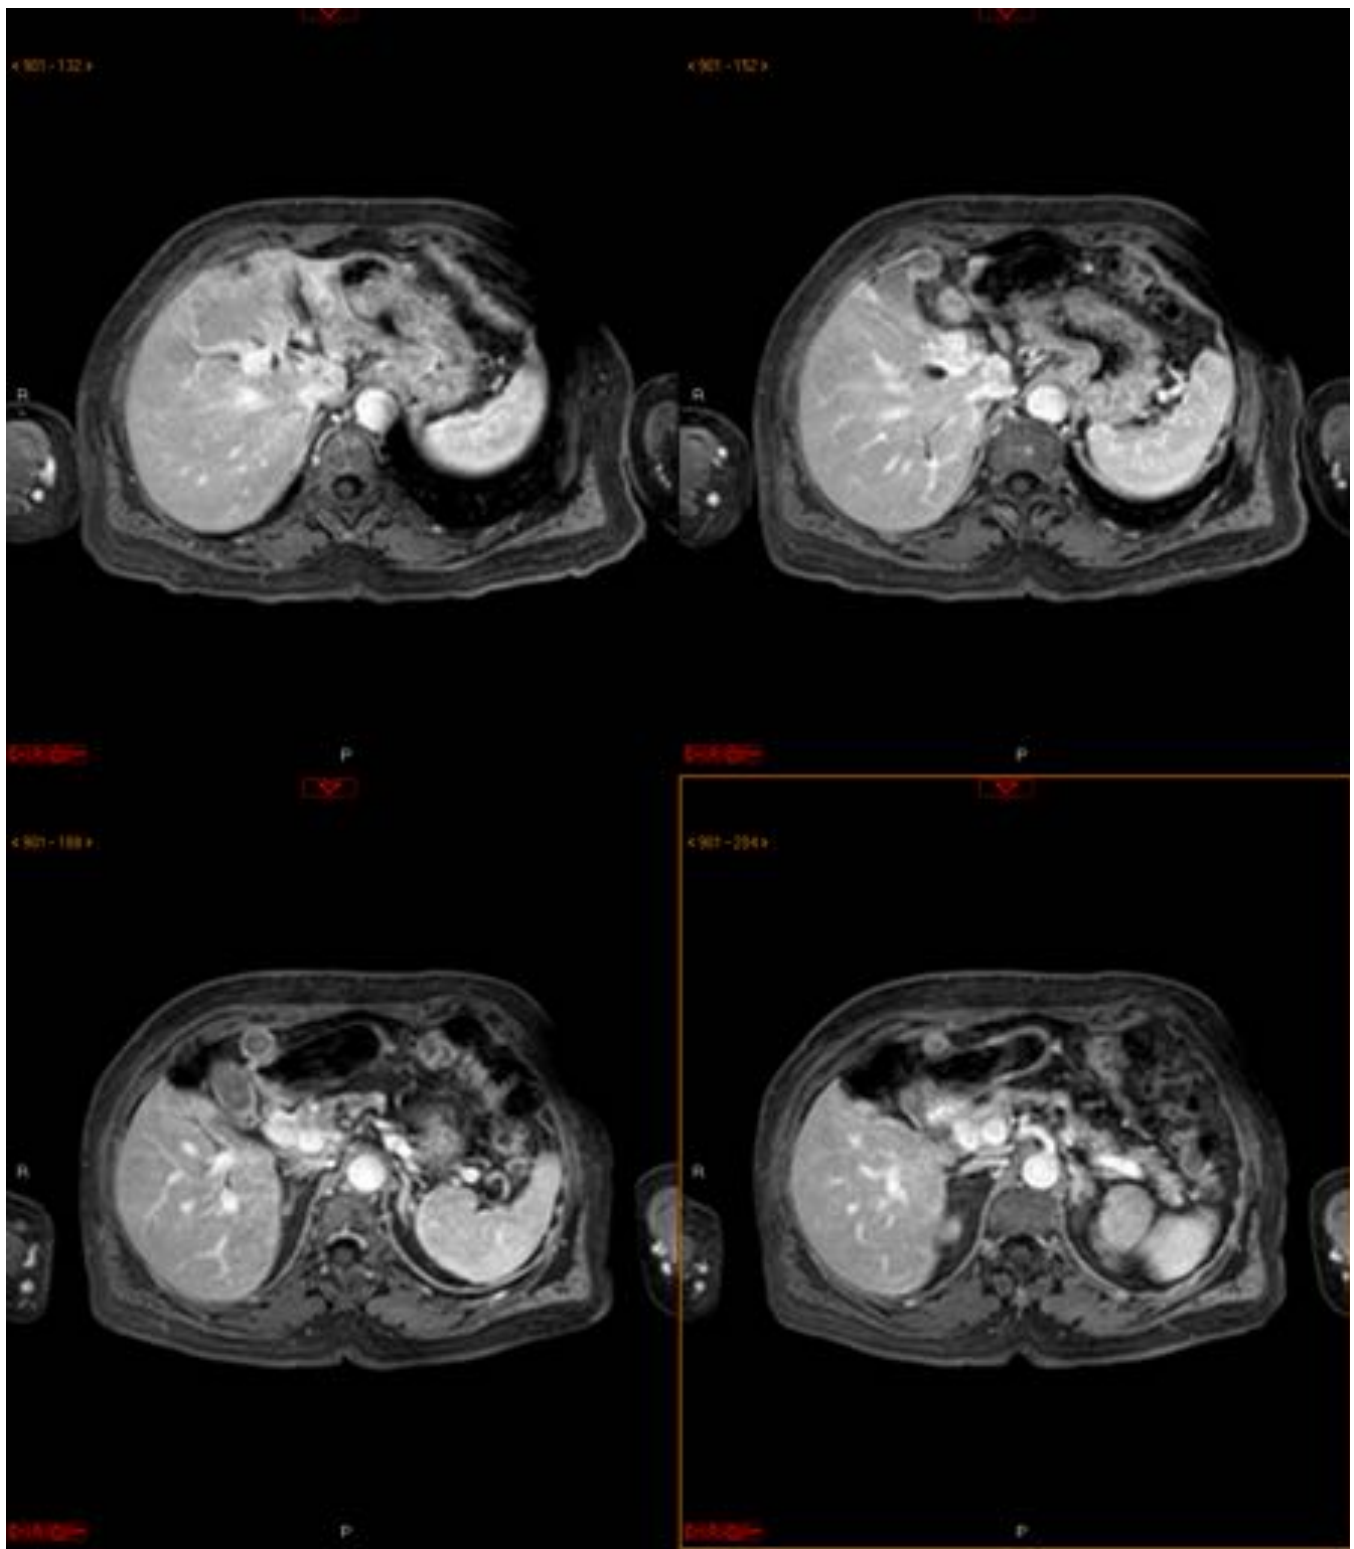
RM (axial dinámico postcontraste): este engrosamiento presenta un realce progresivo tras la administración del contraste. Son hallazgos en relación con colangiocarcinoma extrahepático perihiliar (Klatskin).
